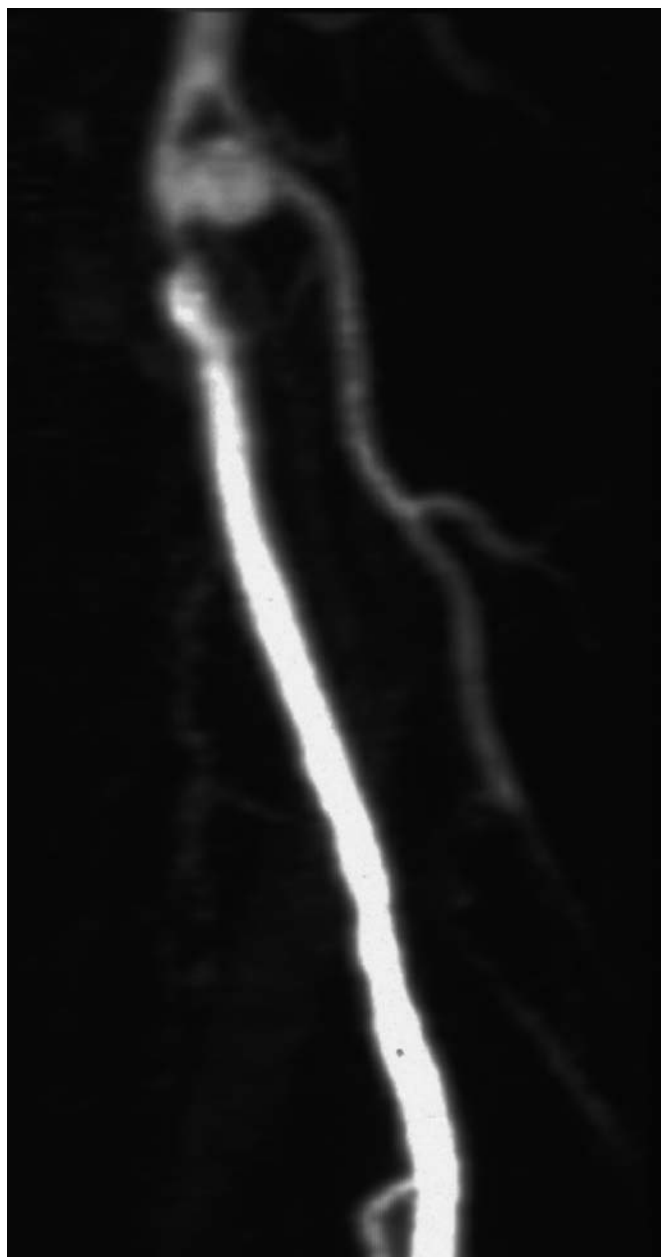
Angioresonancia de MRII: Pseudoaneurisma dependiente de pared posterior de la arteria femoral superficial de aproximadamente 1 cm de luz.
